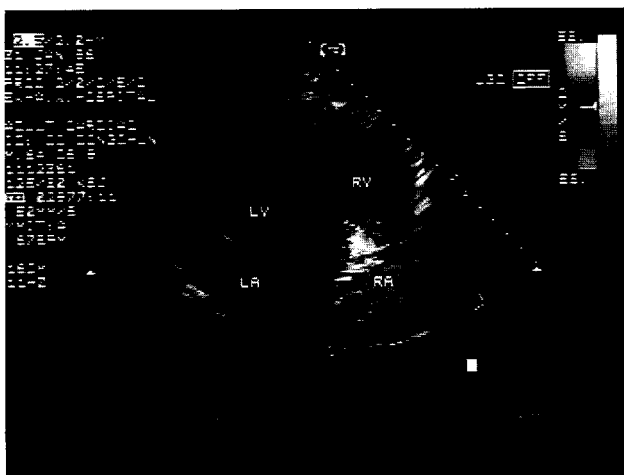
Preoperative Echocardiography it shows prolapsed anterior leaflet of tricuspid valve during systole and severe tricuspid regurgitation
